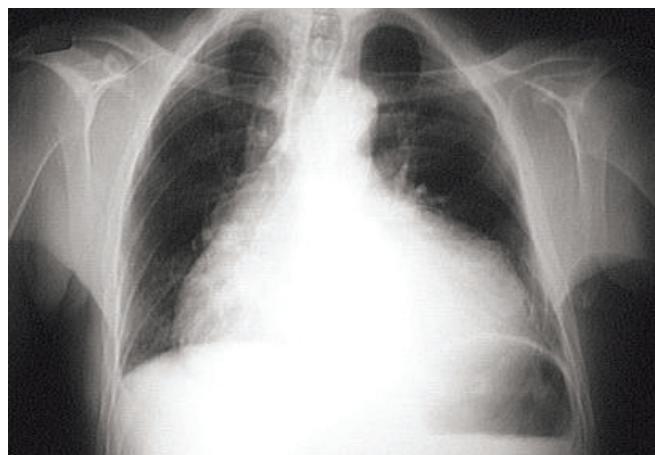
Radiographie de thorax de face. Cardiomégalie avec index cardiothoracique supérieur à 0,50 en rapport avec une dilatation ventriculaire gauche ; dilatation de l'oreillette gauche (disparition de la concavité de l'arc moyen gauche). Redistribution vasculaire modérée.
